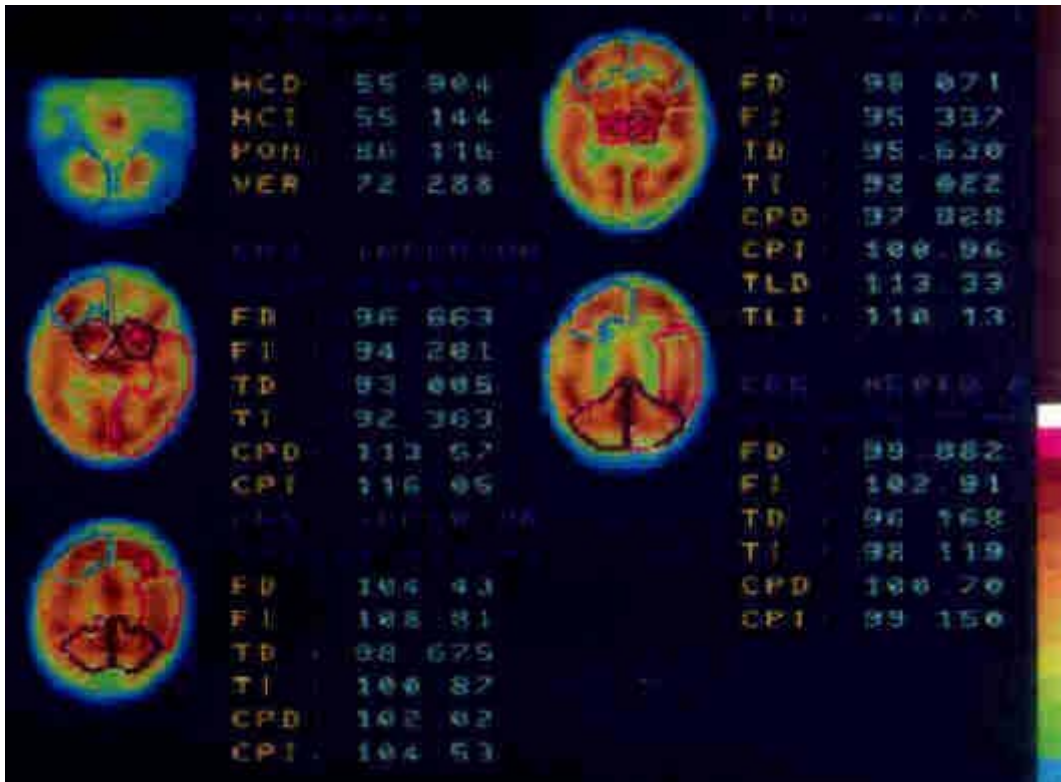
SPECT*: trazado de las regiones de interés (paciente nº 4)
